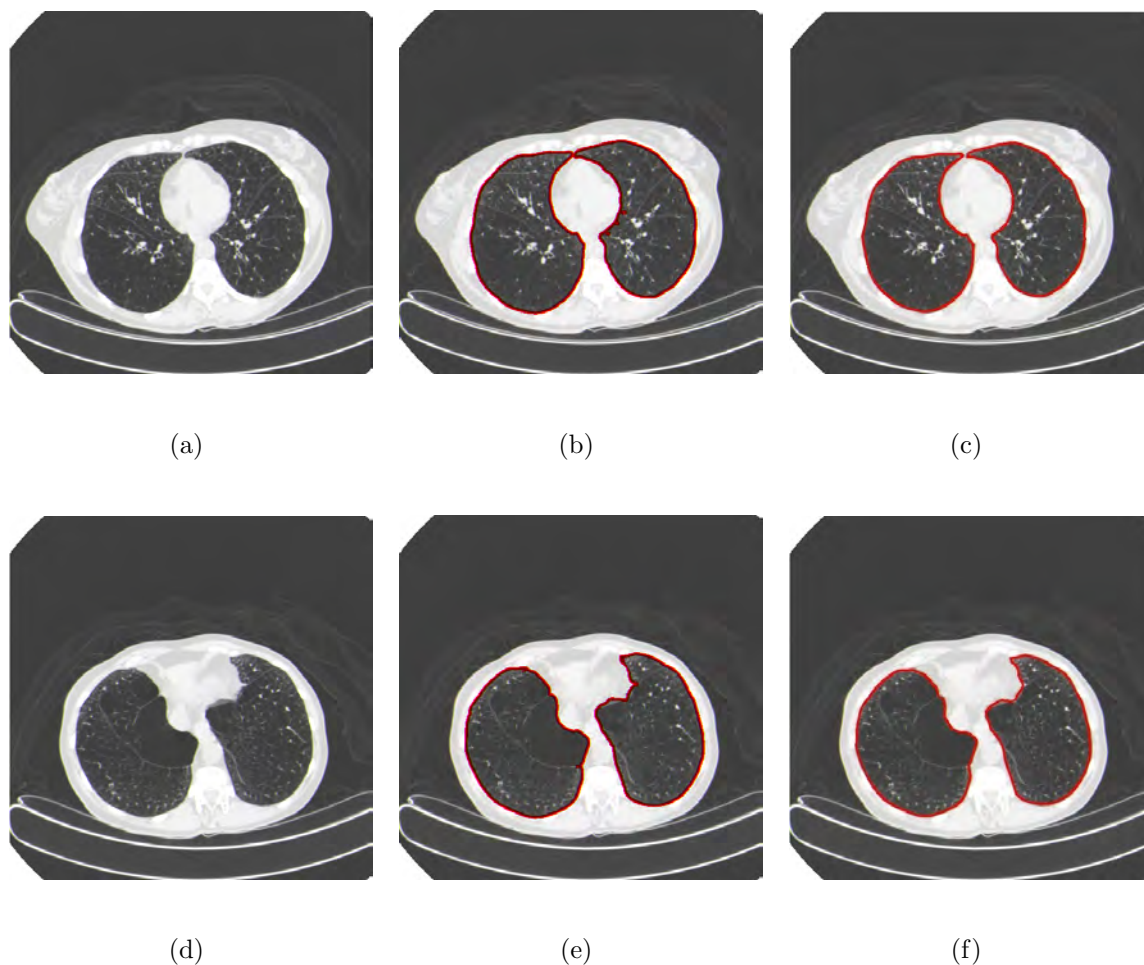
exemplos de segmentação dos pulmões em imagens de TC em que ambos os médicos avaliaram a segmentação como ótima nos dois pulmões, obtendo avaliação 5. a) e d) imagens originais; b) e e) resultado utilizando Crescimento de Regiões 3D; e c) e f) resultado utilizando o MCA Crisp Adaptativo 3D.
